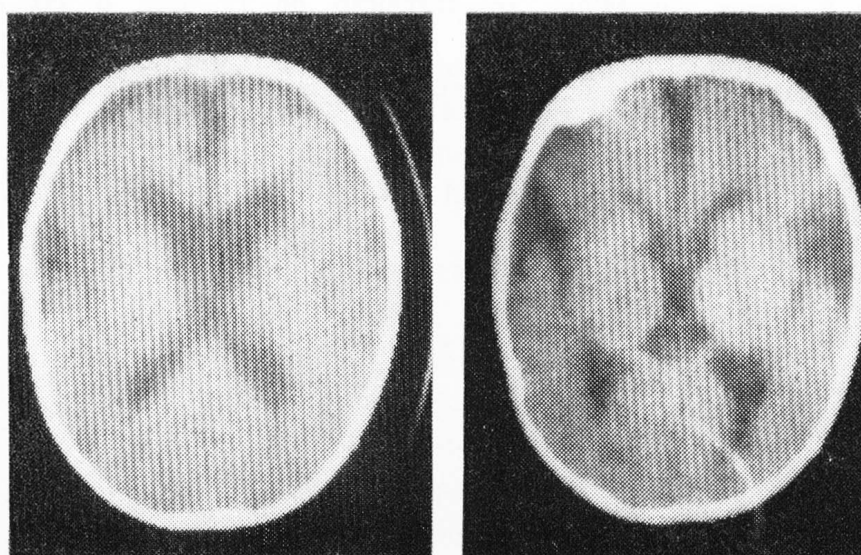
Caso 1 (M.S.). Tomografia axial computadorizada evidenciado atrofia córtico-subcortical difusa com aumento dos ventrículos.
